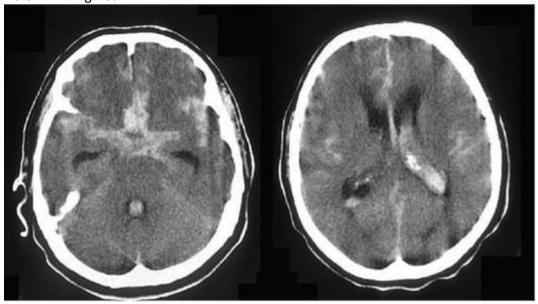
Массивное субарахноидально-вентрикулярно-парен-химатозное кровоизлияние (компьютерная томограмма)
